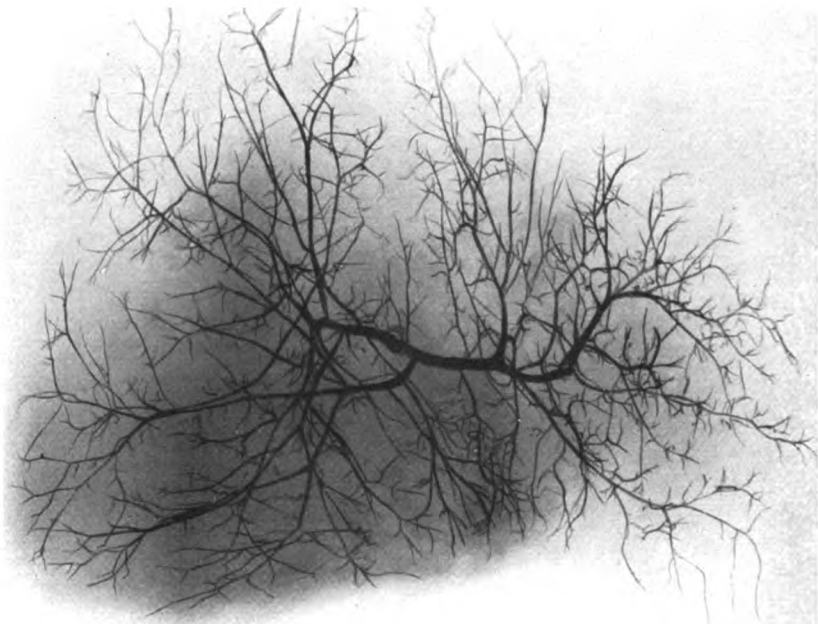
Röntgenbild der injizierten intrahepatischen Gallengänge.
